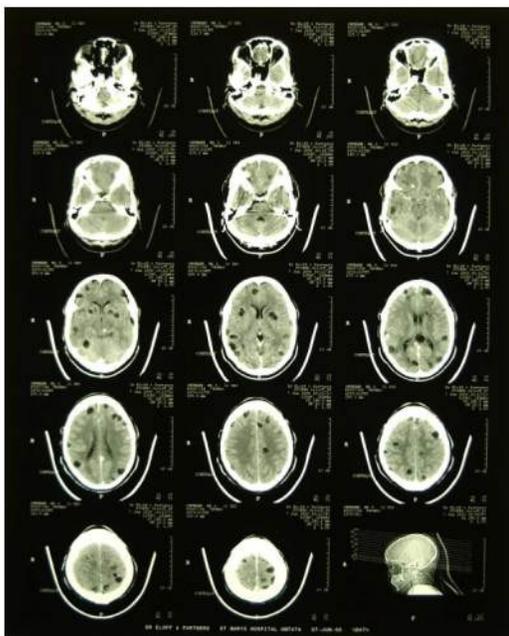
Imagens de cérebros humanos por Tomografia Computadorizada.
